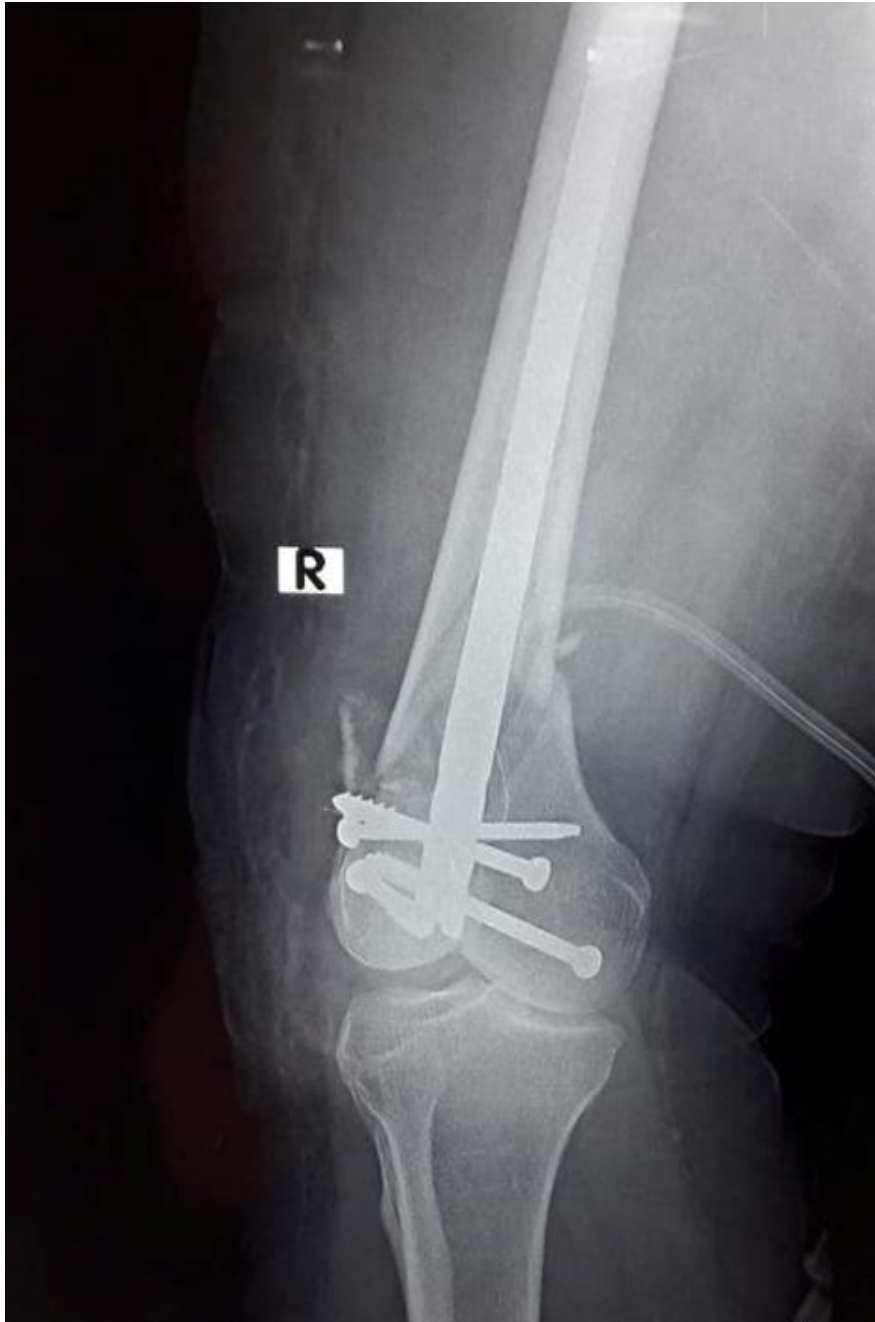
radiographie post-opératoire chez un patient opéré pour fracture supra et inter-condylienne de l'EIF : Clou centromédullaire rétrograde en place avec triple verrouillage distal.
